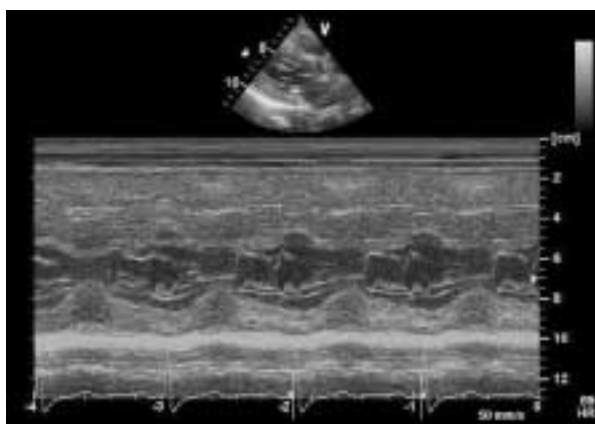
経皮的中心隔心筋焼灼術施行後8日目の心エコー②
